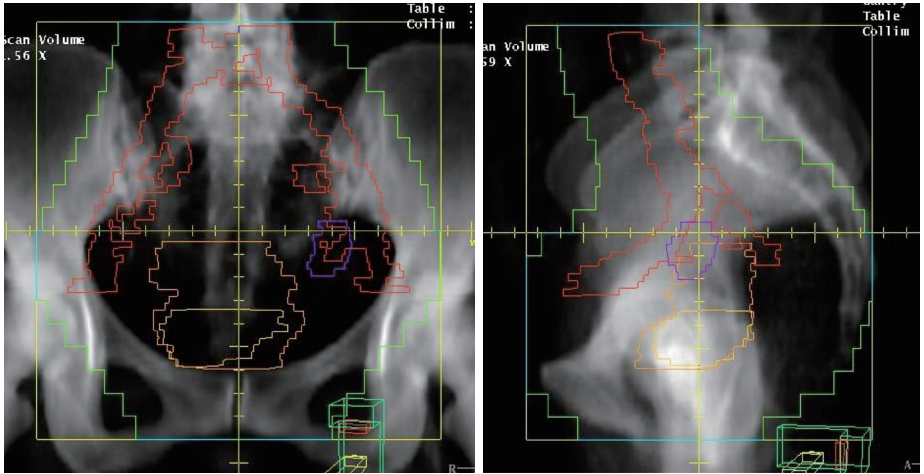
CTシミュレーションによる全骨盤照射野 (1. 前後照射野, 2. 側方照射野)
